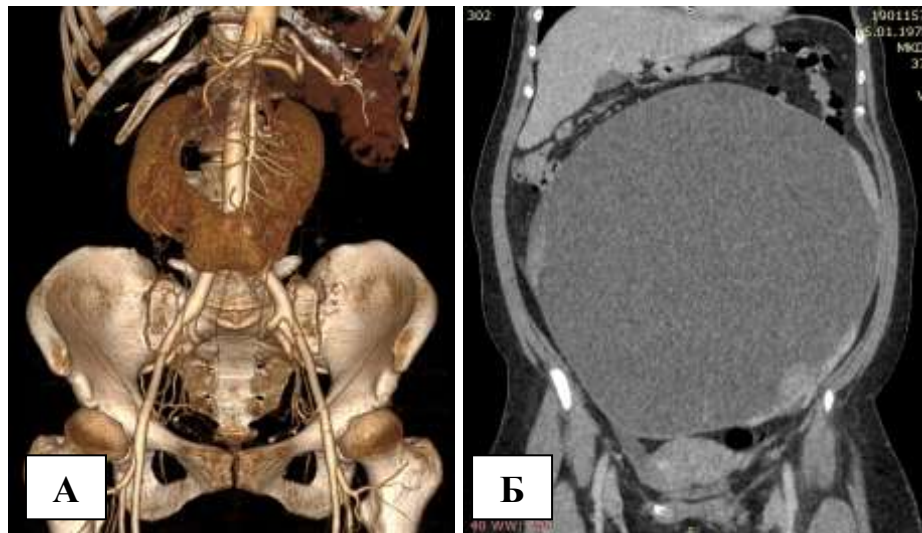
Компьютерная томограмма пациенток с выявленной значимой сопутствующей патологией: А – подковообразная почка у пациентки с промежностным варикозом; Б – гигантская цистаденома правого яичника с экстравазальной компрессией НПВ и обеих ОПВ, посттромботической обструкцией НПВ, левых ОПВ, НарПВ и ОБВ у пациентки с расширением тазовых венозных сплетений до 11 мм.
